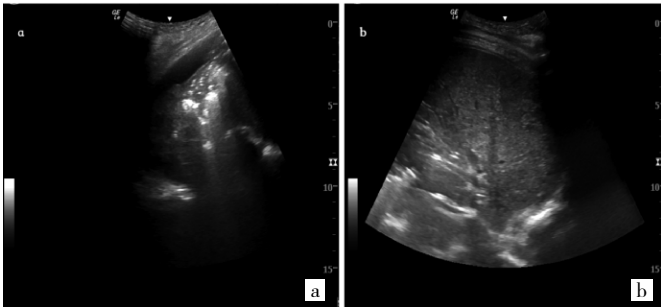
肺实变的肺部超声表现(a:碎片征;b:支气管充气征及组织样征)
